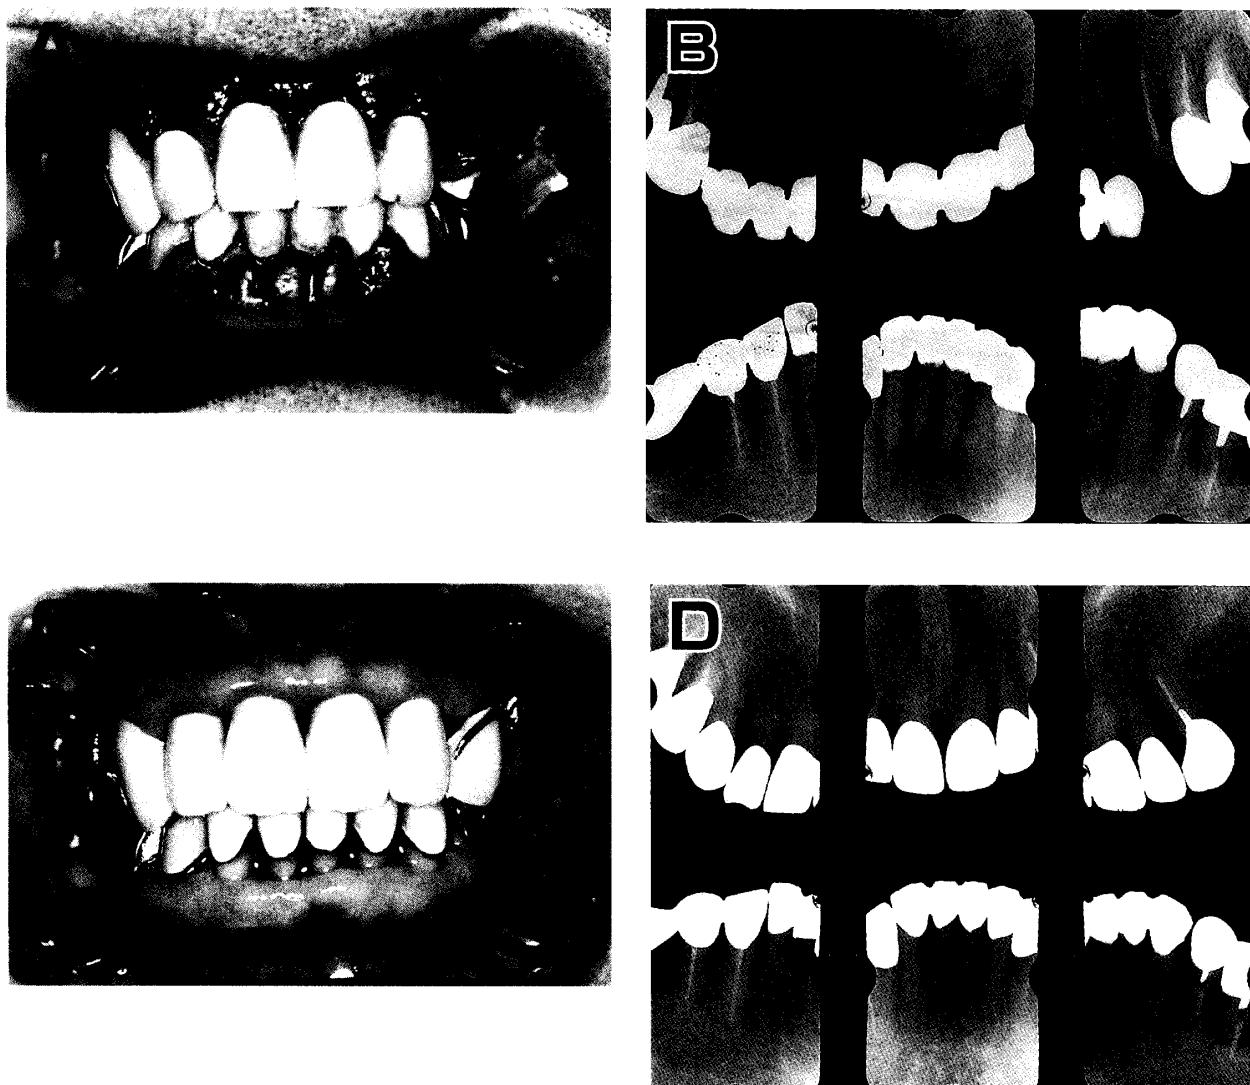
Gingival overgrowth of Case 1 patient. A: Clinical view before treatment showing severe gingival inflammation with overgrowth. B: An X-ray photograph of the upper and lower anterior teeth taken before treatment showing moderate to severe periodontal breakdown with alveolar bone loss. C: Clinical view after treatment showing no gingival overgrowth. D: An X-ray photograph of the corresponding teeth after treatment showing alveolar bone formation.
